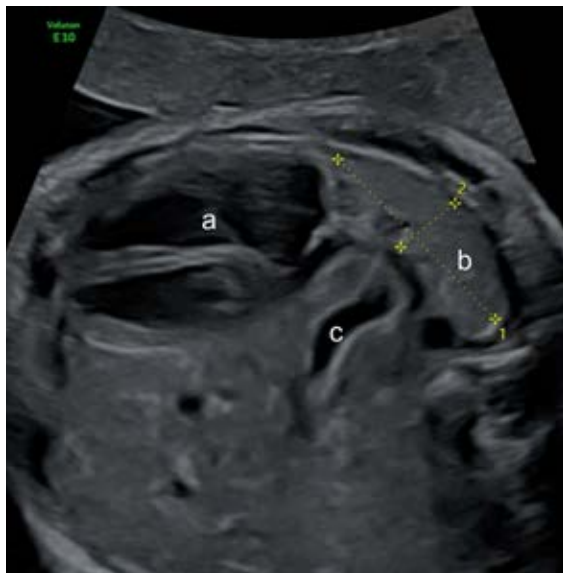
Échographie de hernie de coupole diaphragmatique : coupe transverse du thorax fœtal au niveau de la coupe des quatre cavités cardiaques et mesure du lung over head ratio (LHR). a. Cœur dévié à droite. b. Poumon droit (controlatéral à la hernie) avec mesure des plus grands diamètres. c. Estomac ascensionné dans le thorax.
